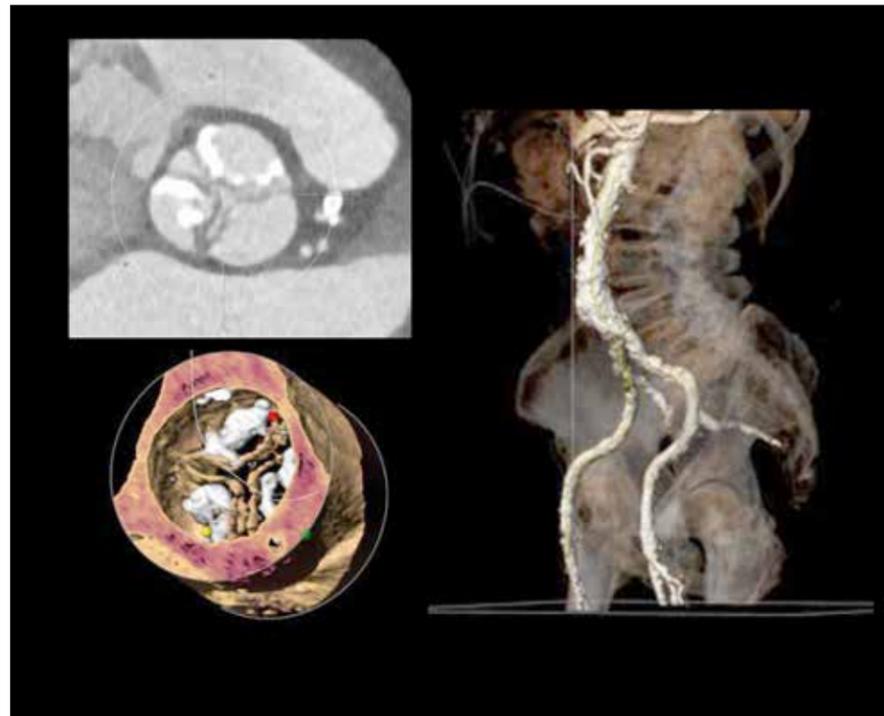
Planungs-Computertomographie vor TAVI: Mittels Rekonstruktionen aus einem 3D-Datensatz lassen sich exakt die Klappenringgröße, die Kalkverteilung sowie die Anatomie der Becken-Beinengefäße beurteilen.
